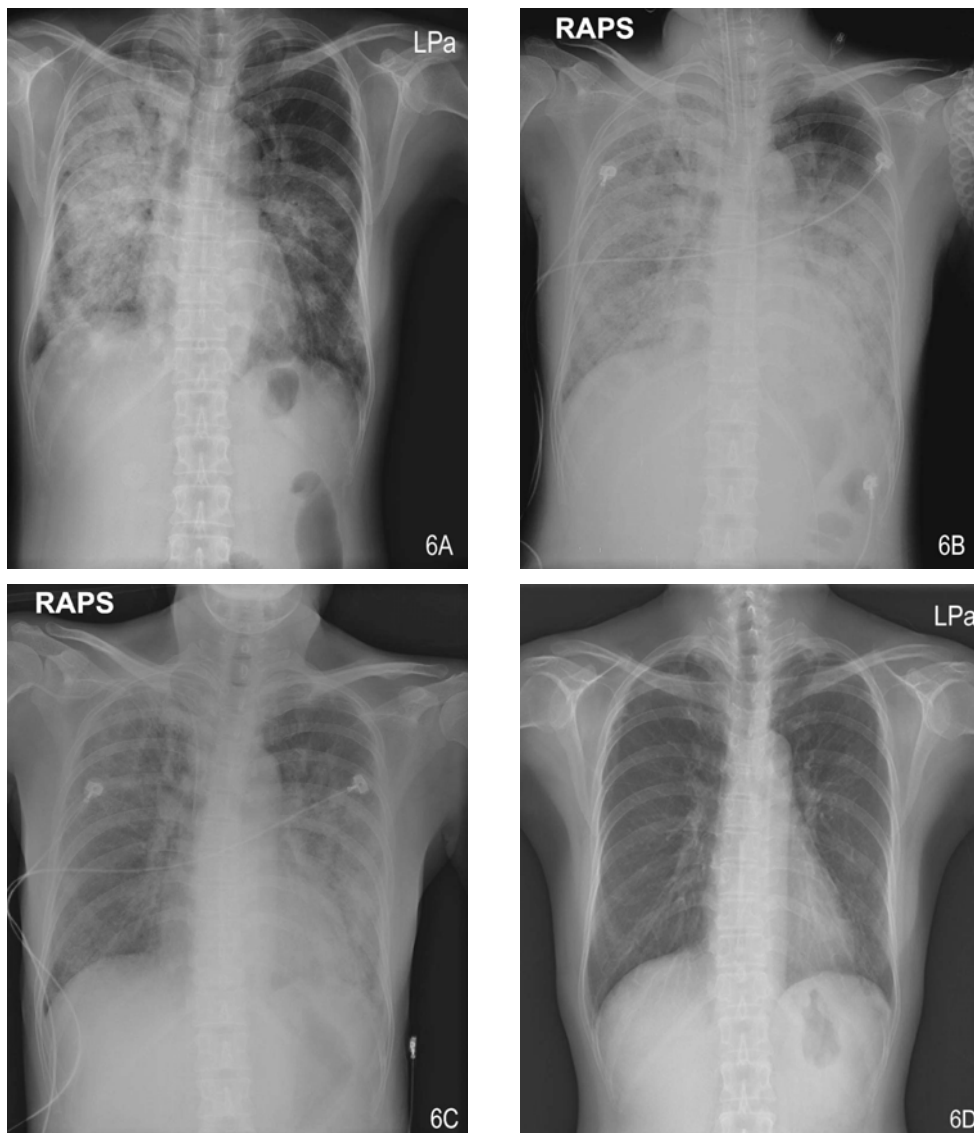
Serial chest X-ray follow up. (A) Chest X-ray on the 8th hospital day shows more progression of the extensive consolidations in both lungs. (B) Chest X-ray on the 10th hospital day shows more progression extensive consolidations in both lungs. (C) On the 20th hospital day(the 8th day after steroid treatment), gradual regression of extensive alveolar opacities in both lungs are noted. (D) Chest X-ray on the 30th day after discharge(the 60th day after steroid treatment) shows much resolution of the extensive inhomogeneous ground glass opacities in both lungs.
